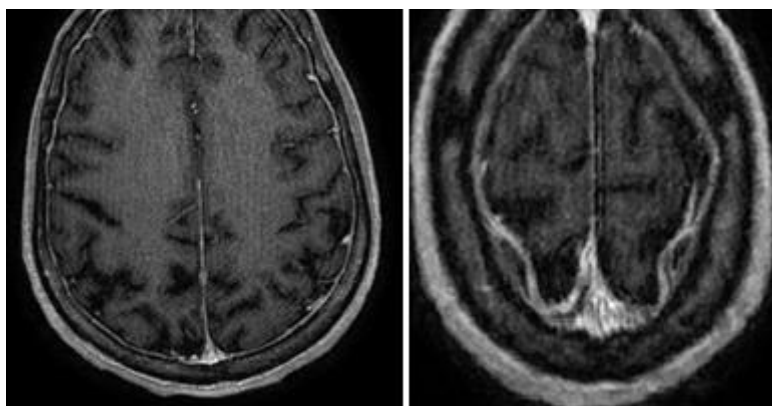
IRM cérébrale d'une méningite tuberculeuse en coupes axiales en séquence pondérée T1 avec injection du gadolinium objectivant un rehaussement méningée diffus
